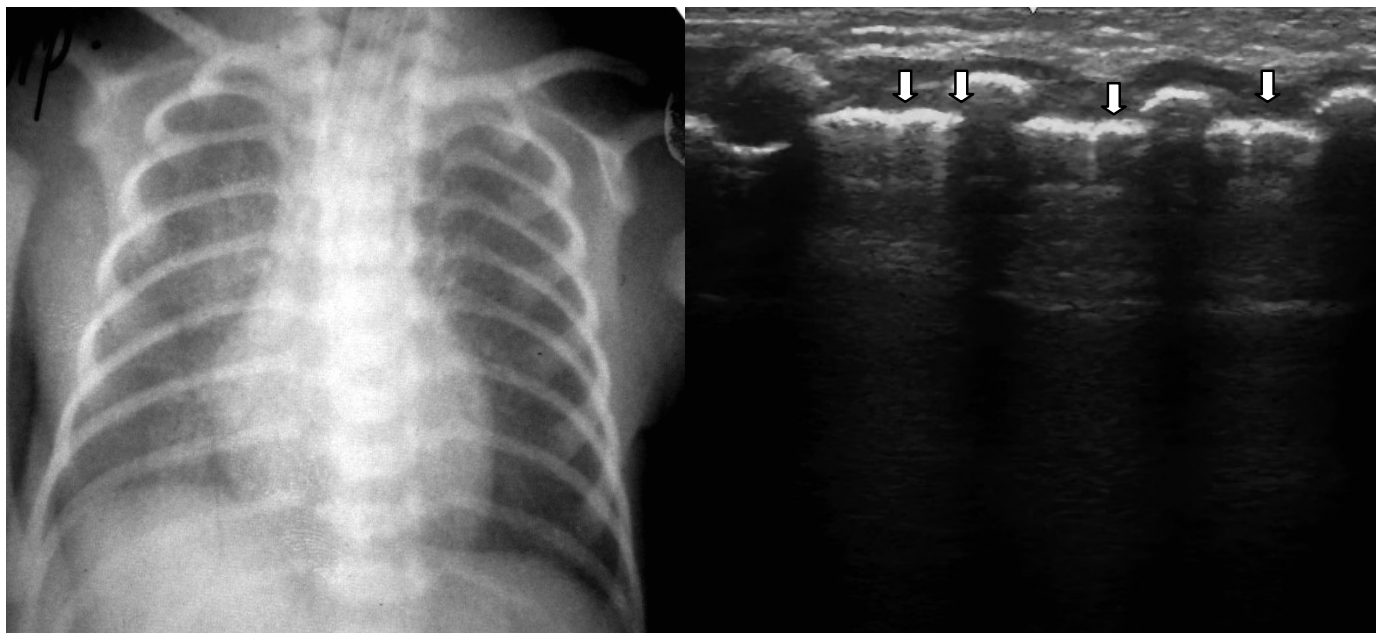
Ребенок М. с РДС II ст. (срок гестации 34 нед.). Рентгенологически размытый легочный рисунок с наличием единичных мелких очаговых теней. При УЗ обследовании 1-2 В-линии на исследуемом участке.
